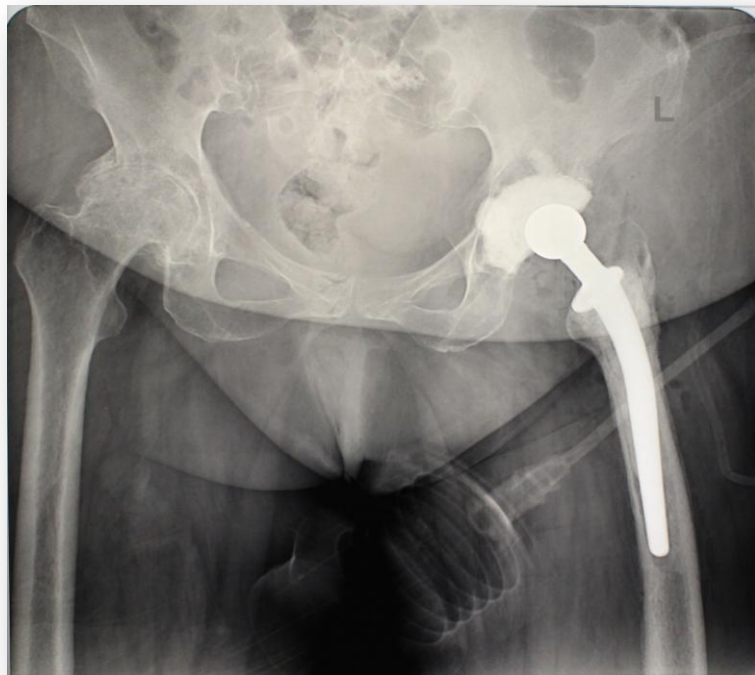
Рентгенограммы пациентов с а)блоковидным спейсером; б) артикулирующим спейсером
